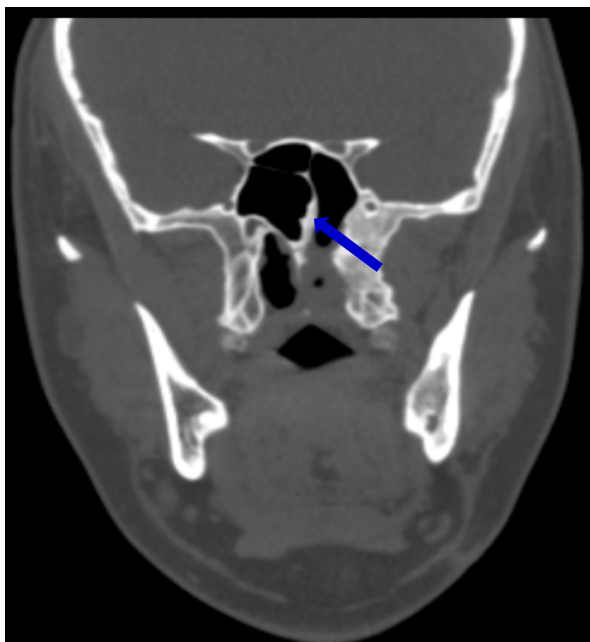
МСКТ голови. Справа – аксіальна проекція, зліва – коронарна проекція. Синя стрілка – атретична мембрана.
